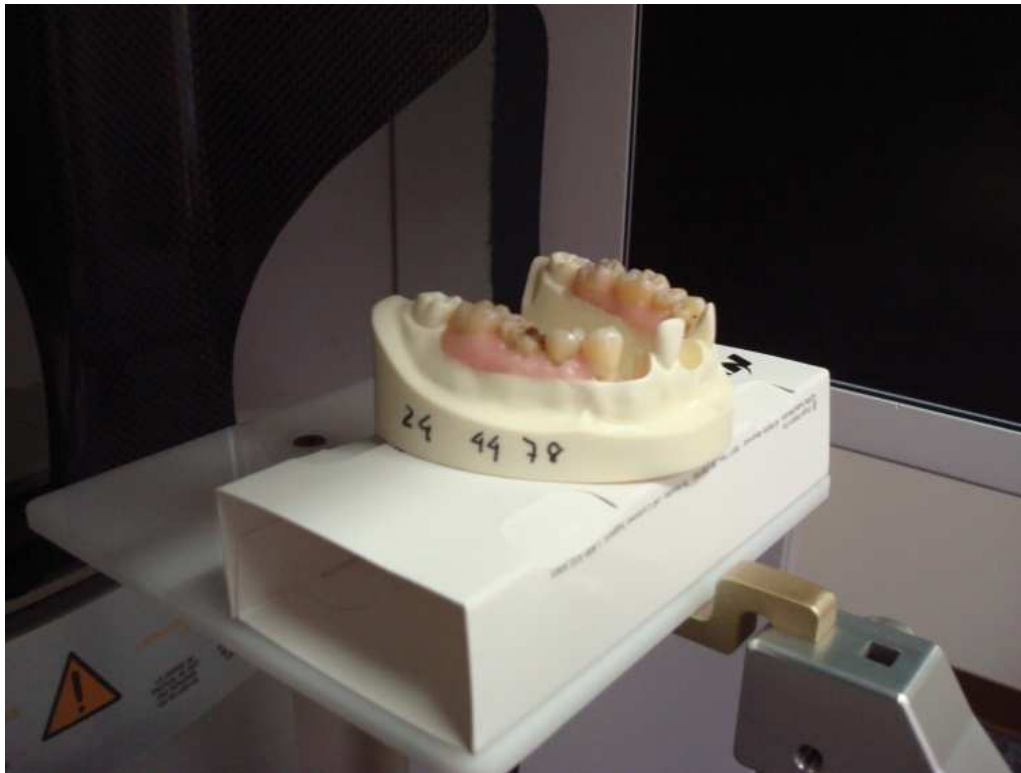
Modelo com os dentes montados em posição para a execução da CBCT
